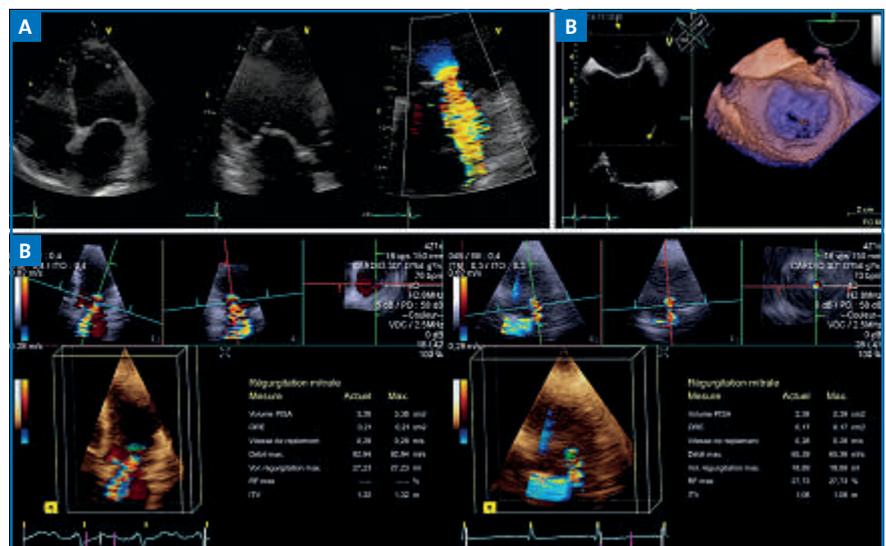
Régurgitation mitrale secondaire à la dilatation des cavités gauches, en particulier du ventricule, avec de fait un déplacement des piliers et une attraction des feuillets mitraux dans la cavité ventriculaire (mécanisme IIIb de Carpentier). A : image 2D des feuillets valvulaires avec Doppler couleur de la régurgitation mitrale en 2D: seuil de gravité: $SOR > 20\text{ mm}^2$. B : régurgitation mitrale et mesure de la PISA en 3D couleur.
